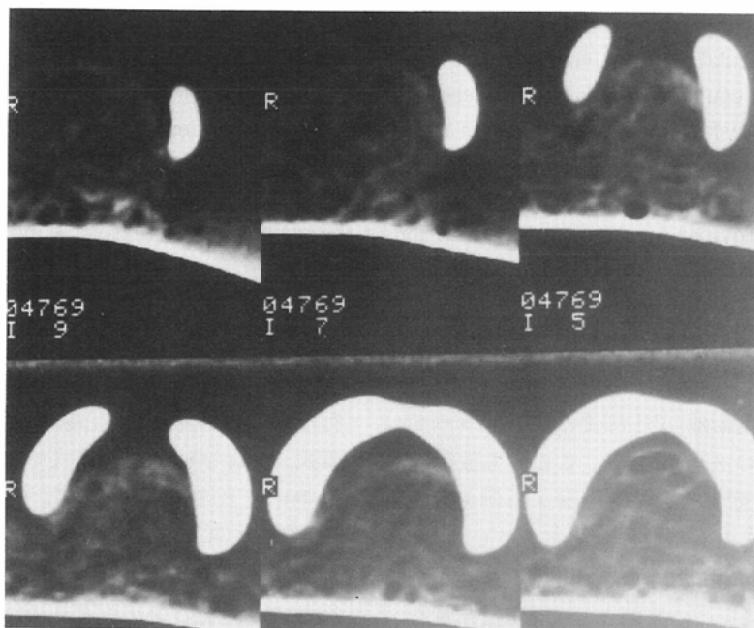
CT image of phantom of normal thyroid
